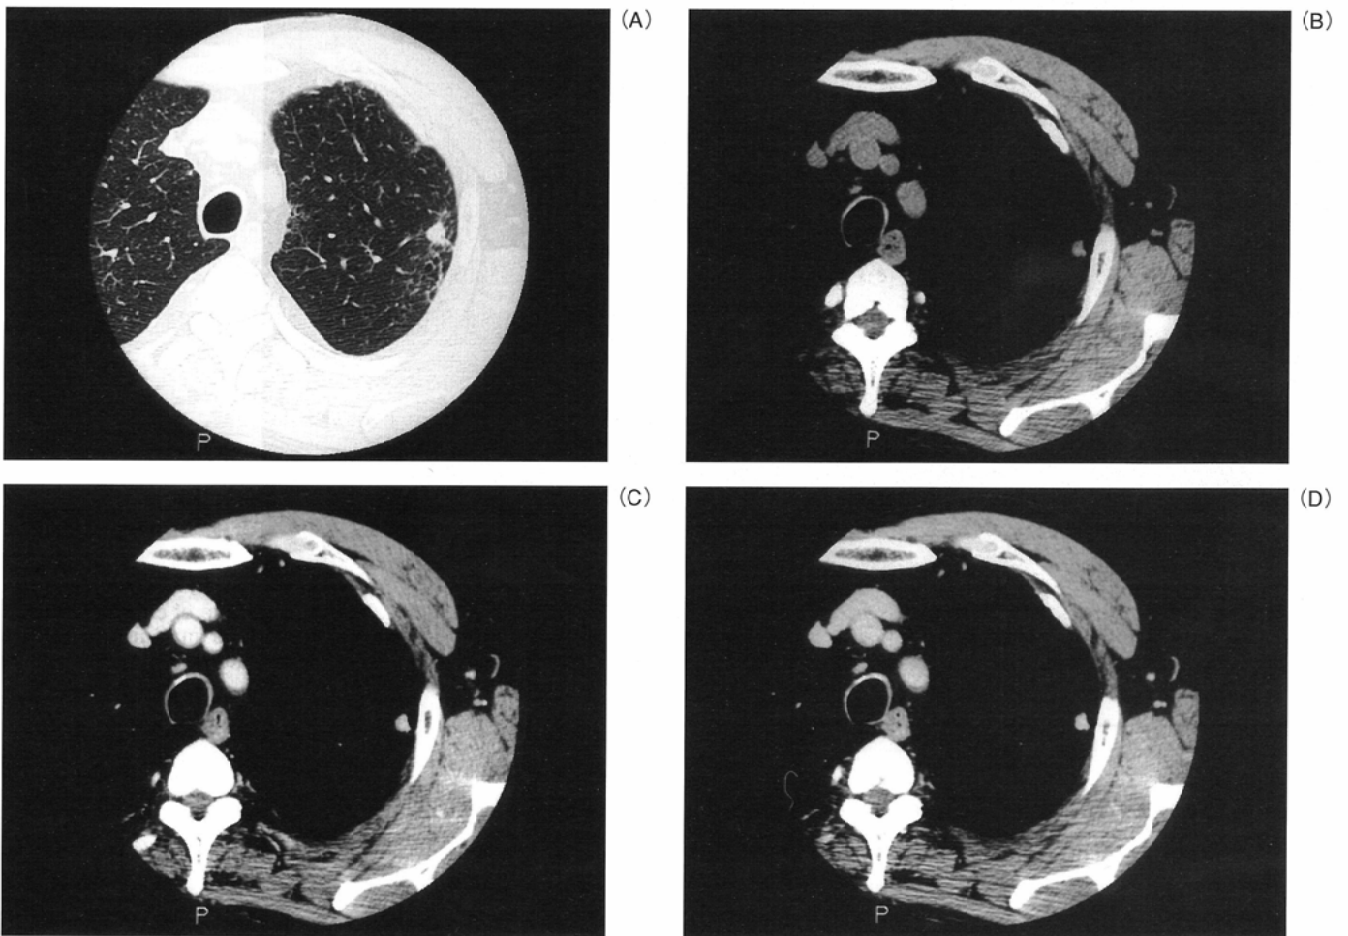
False-negative lesion based on value 2 minutes postcontrast (case 22: adenocarcinoma). A: CT scan of lung. B: Nonenhanced CT. C: CT scan obtained 2 minutes after administration of contrast agent. D: CT scan obtained 4 minutes after administration of contrast agent.
